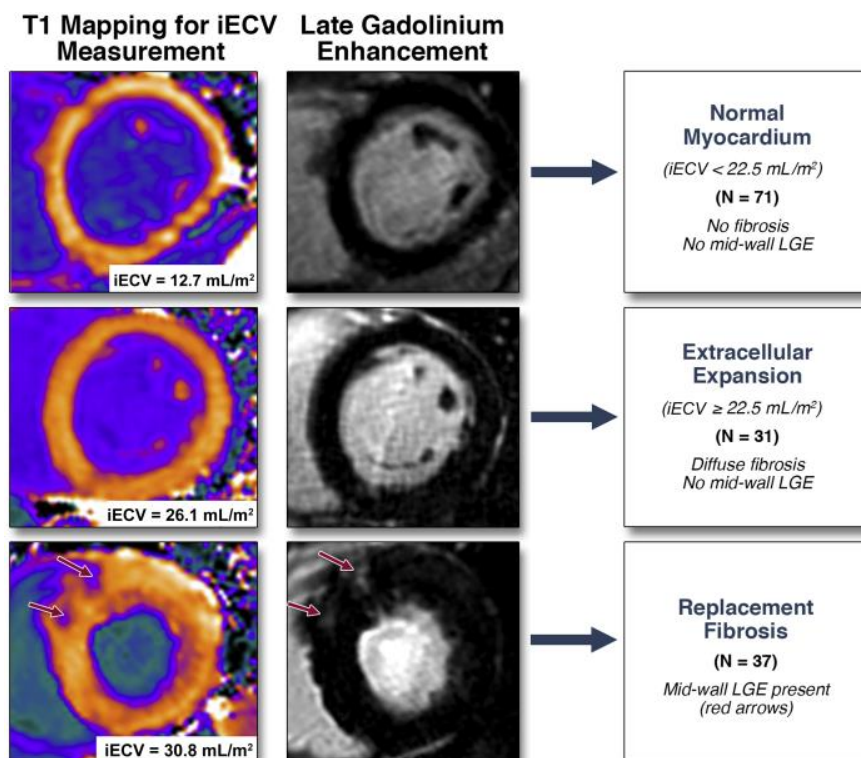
Techniques de mise en évidence de la fibrose diffuse et focale en IRM cardiaque²⁷.
